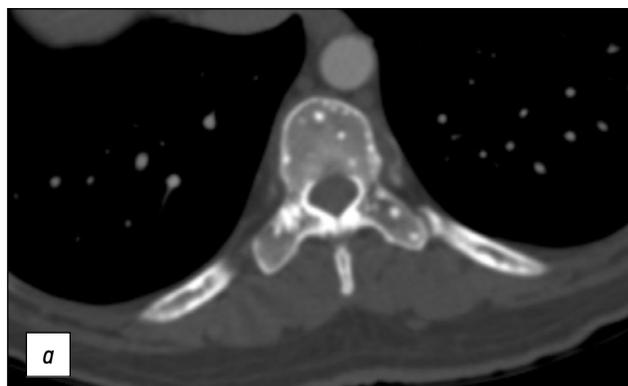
Компьютерная томография грудного (а) и поясничного (б) отдела позвоночника, поперечный срез: на снимках видны многочисленные, чётко очерченные, гиперденсивные очаги поражения однородной структуры, округлой формы в остистых отростках и дугах позвонков.
